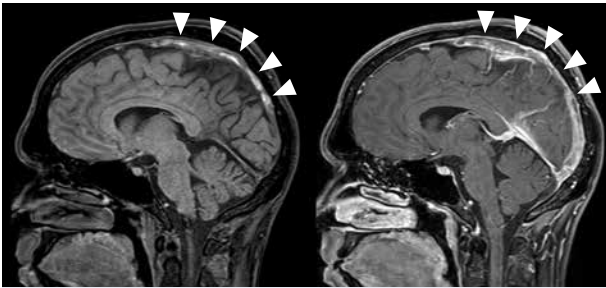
MRI einer Sinusvenenthrombose. Unter Umständen kann das Thrombussignal bereits nativ in T1w sichtbar sein (links). Nach Kontrastmittelgabe findet sich die Umspülung des Thrombus und entsprechend der zentrale Füllungsdefekt.
